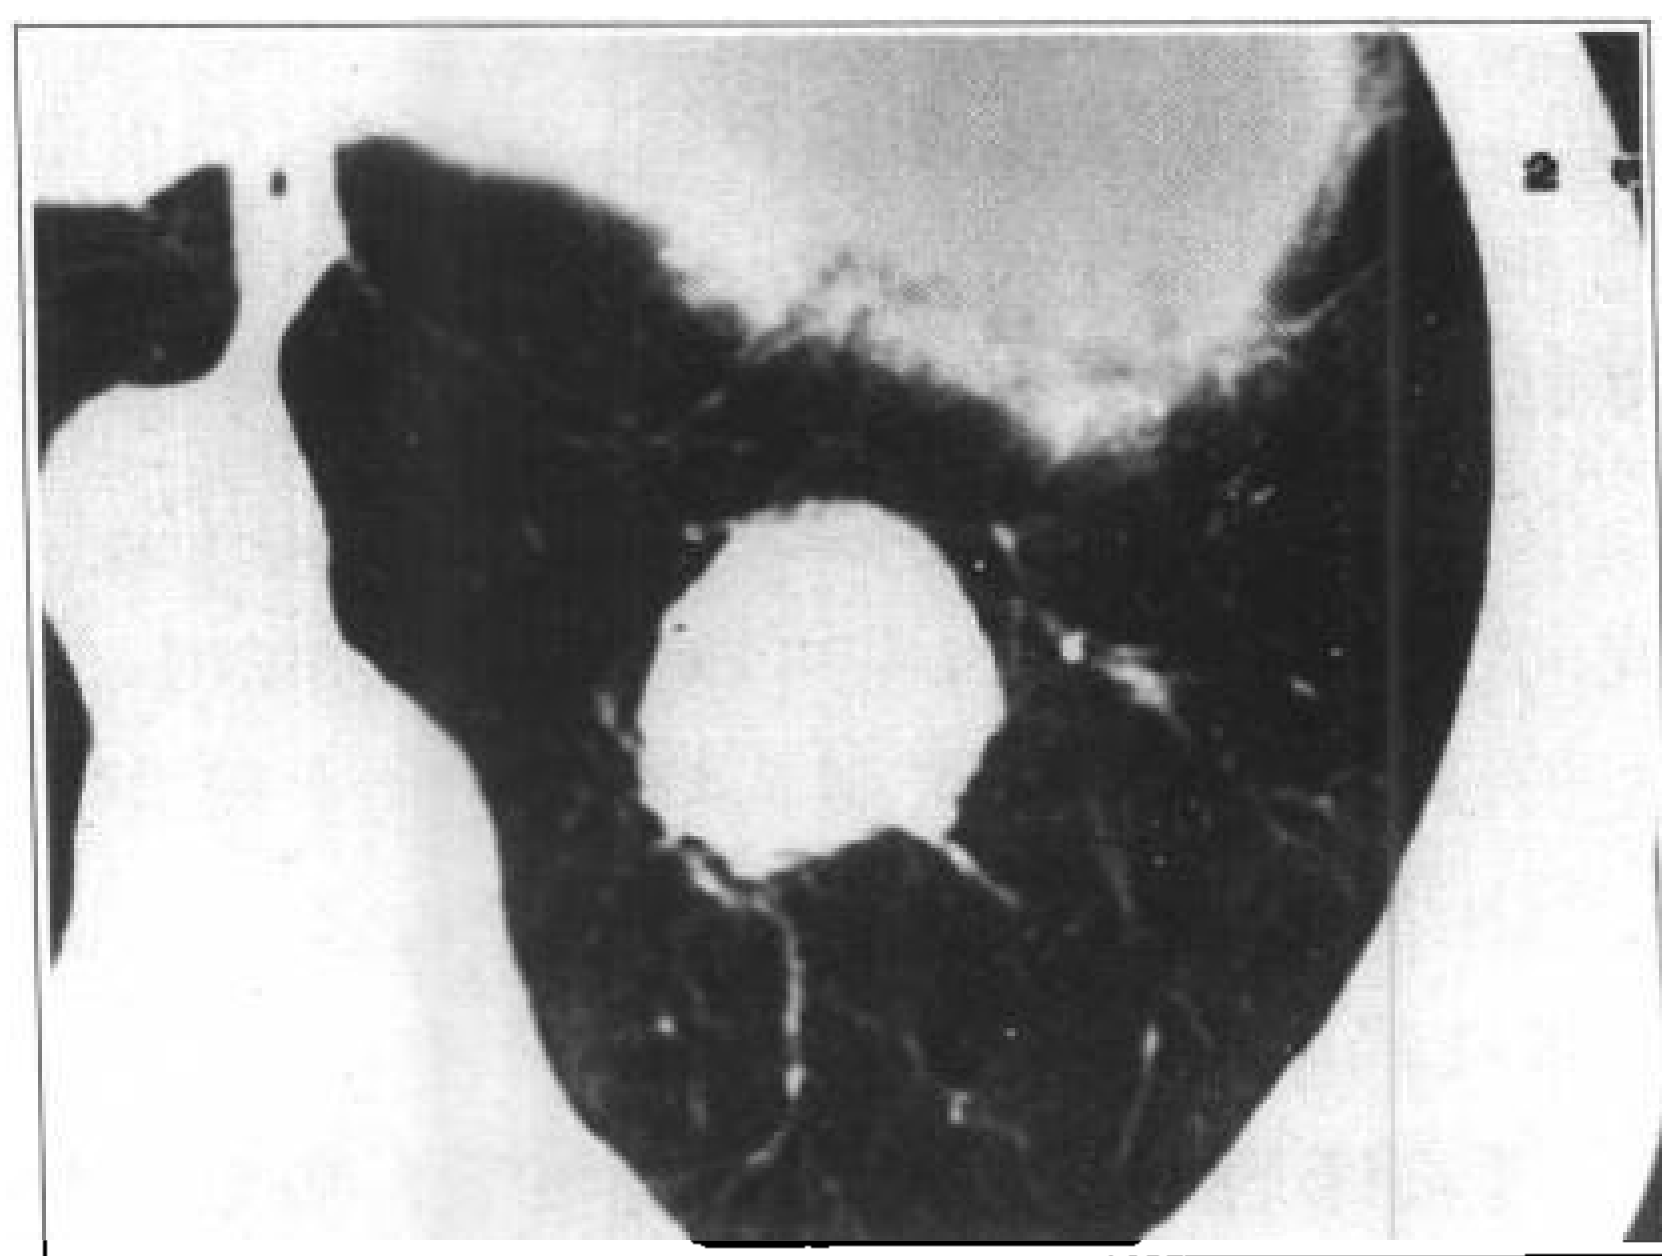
与图 4-4-68 同一病例，CT 图像病变边缘光滑锐利
